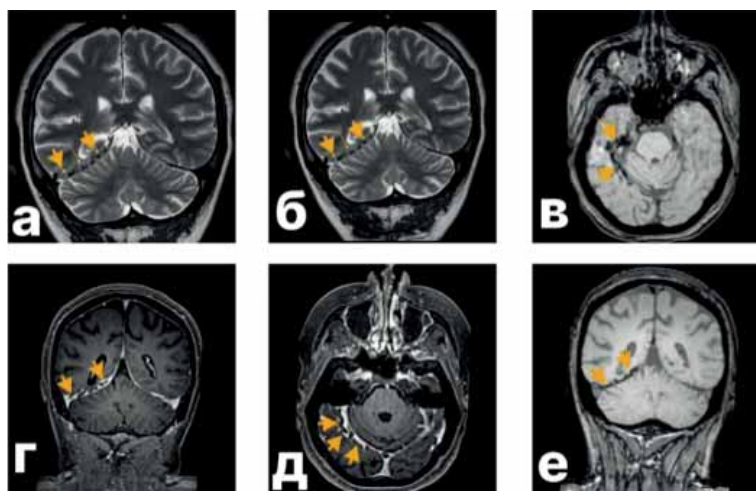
МРТ головного мозга пациента с лептоменингеальным ангиоматозом. Полученная картина полностью соответствовала лептоменингеальному ангиоматозу. Для подтверждения кальцификатов выполнена МСКТ в высоком разрешении: визуализированы типичные двуконтурные обызвествления коры по типу «трамвайных рельсов» см. рис 2.
